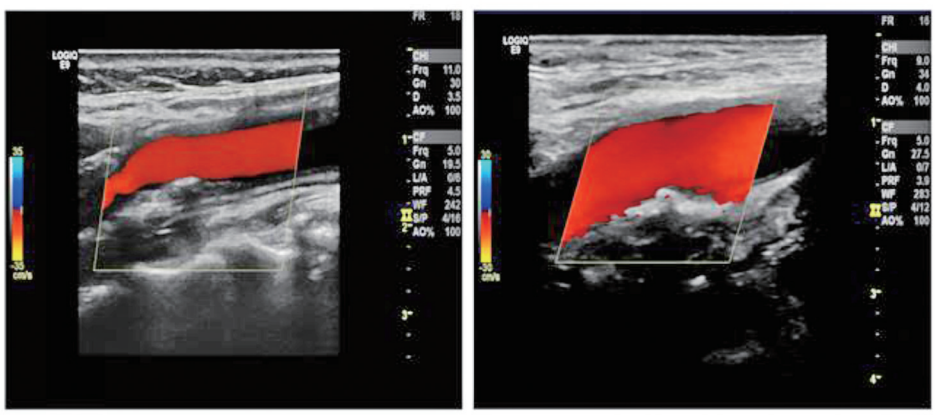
颈动脉斑块超声典型图 左为 Hp 阳性组,右为 Hp 阴性组。
